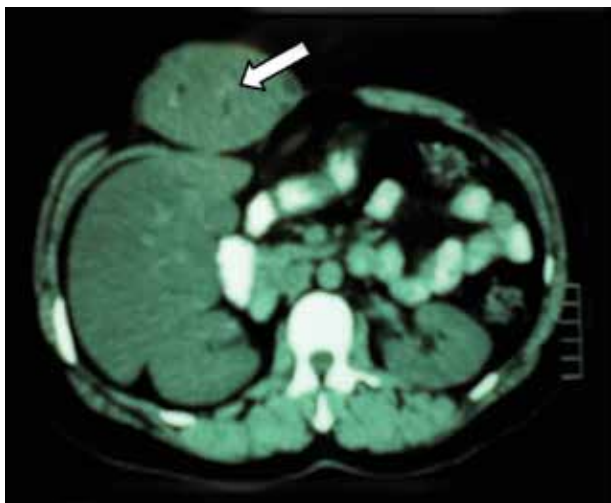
TAC simple de abdomen en corte axial se identifica tumor de músculo recto anterior derecho compatible con tumor desmoide.
